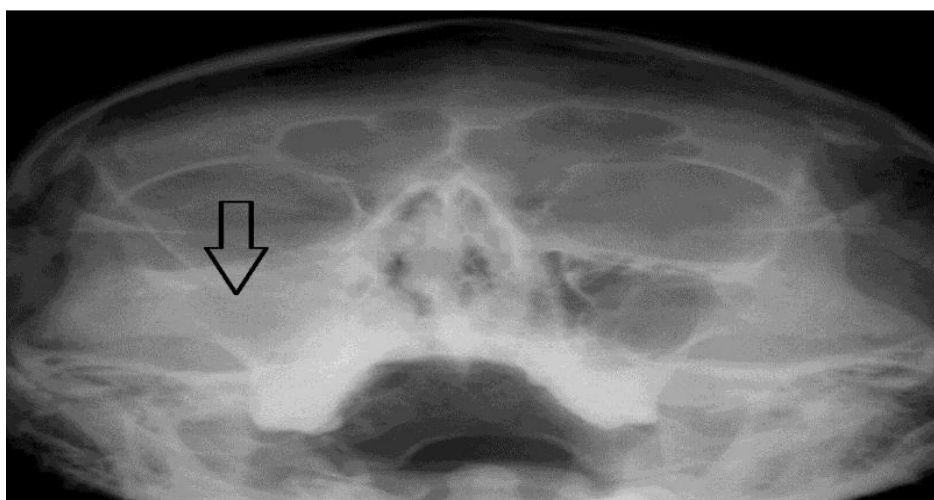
Рентгенограмма больного Р
